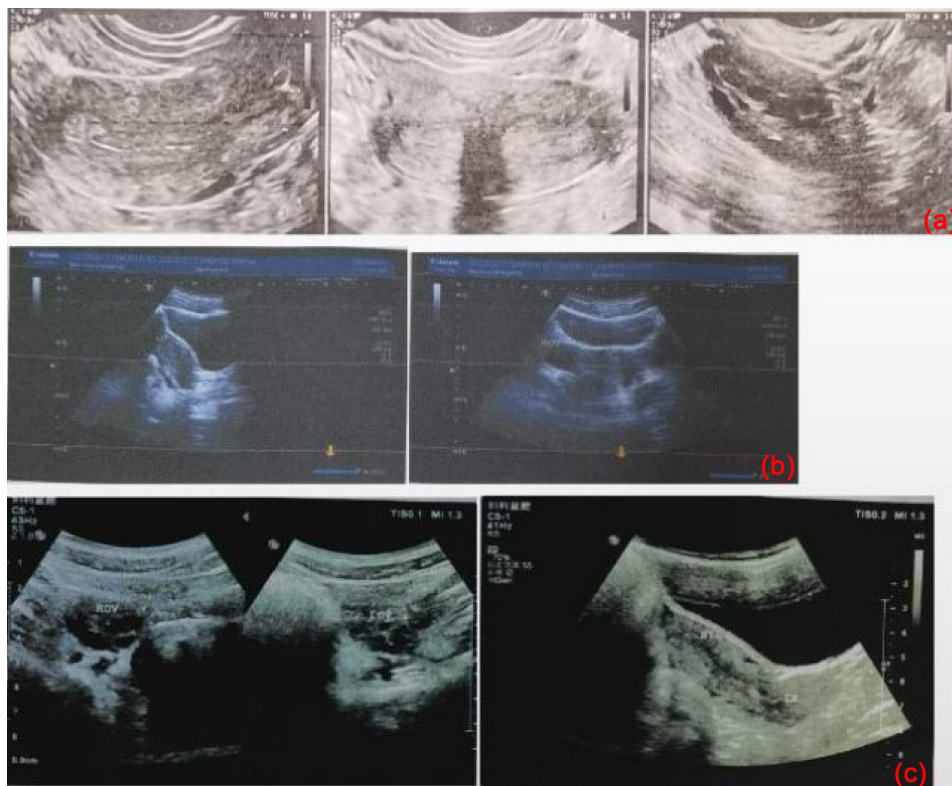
Gynecology B-ultrasound examination
